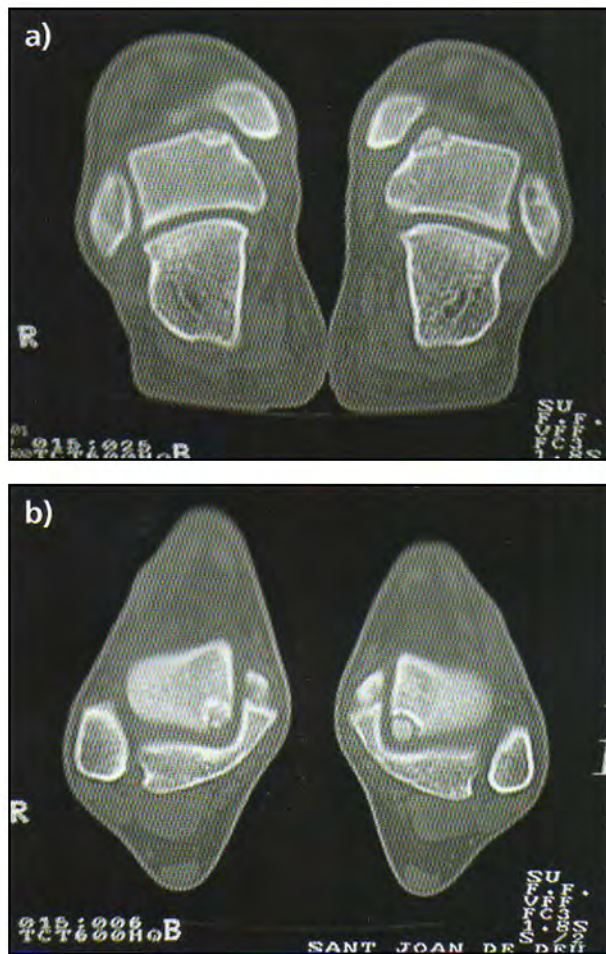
Imagen realizada mediante TAC, donde se aprecia la localización y la profundidad de la lesión.
